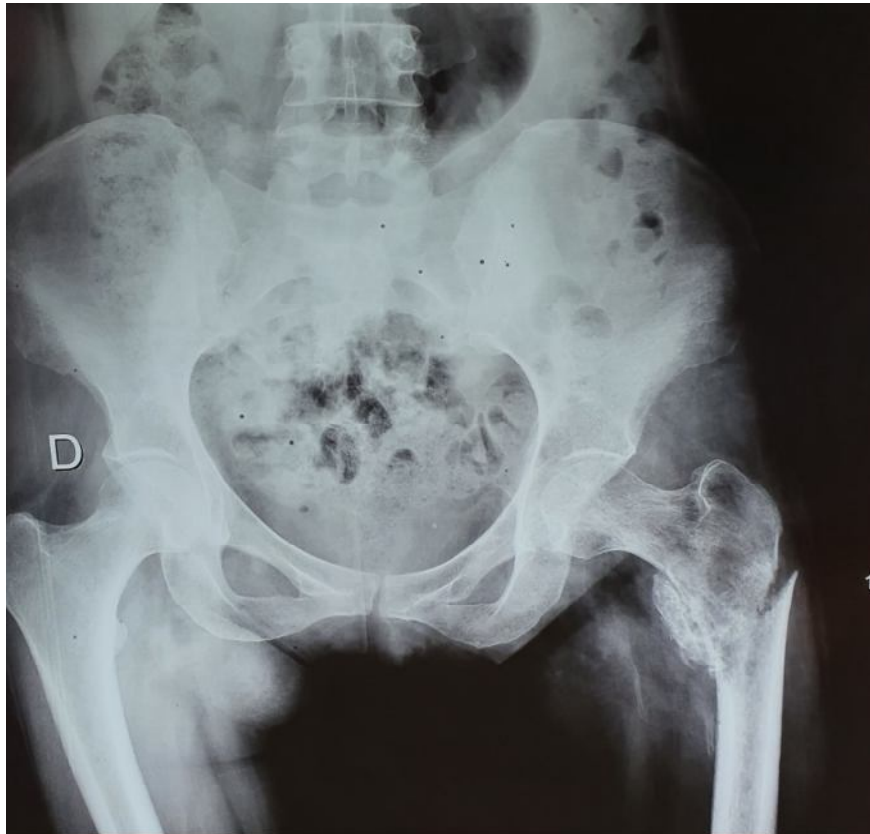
Radiographie du bassin montrant une fracture pathologique au niveau du grand trochanter gauche
